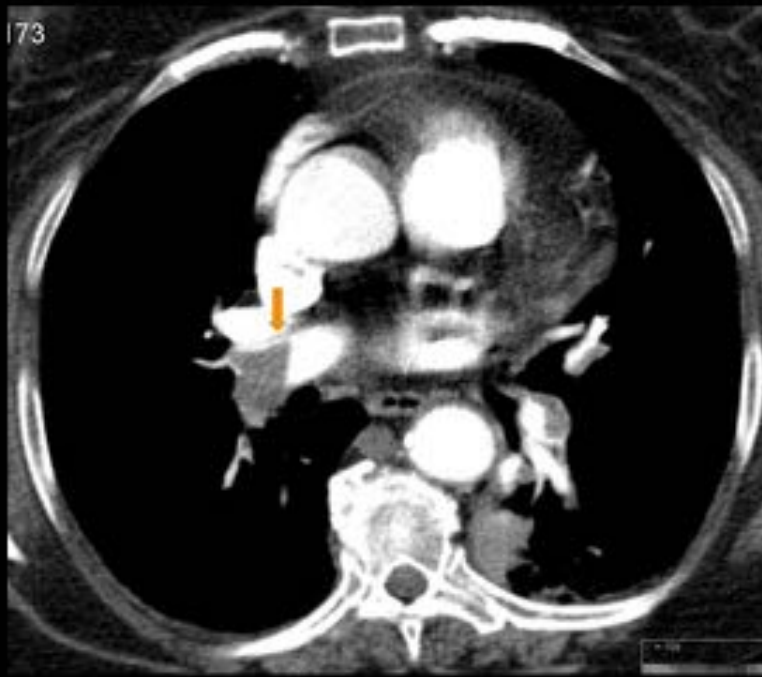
Angio -TC arterias pulmonares. Corte axial a nivel de tronco pulmonar principal. Defecto de repleción central, ángulo agudo, en A interlobar que se extiende a lobar de LMD y LID
